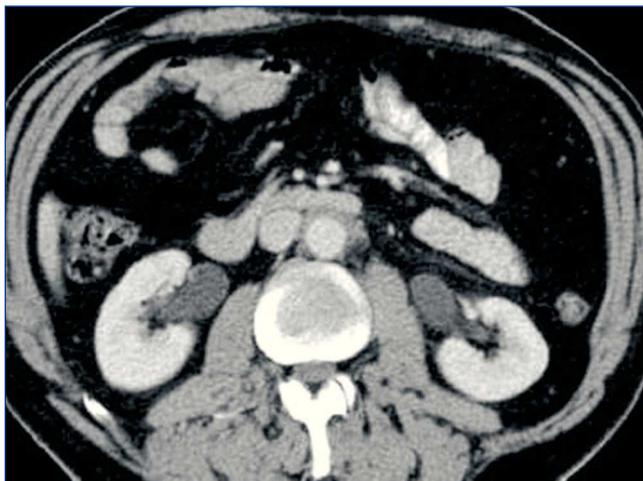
Corte transversal de tomografía computarizada abdominal previa al inicio del tratamiento.
